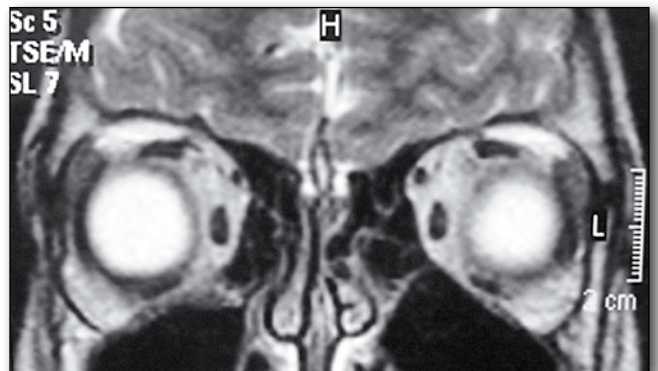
MRI of the orbits before treatment, vertical plane. Significant thickening of the left medial rectus in comparison with the same muscle on the right side.
